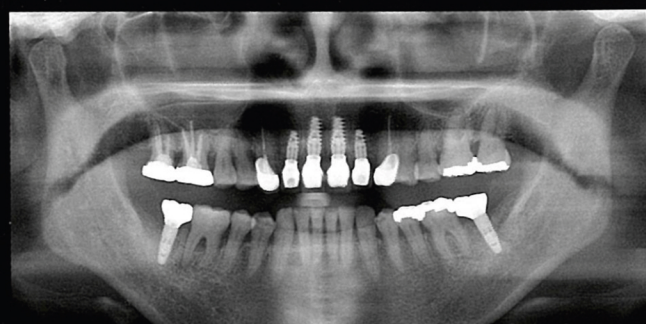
同パノラマX線写真。埋入されたインプラントの位置や深さの正確性が見てとれる。これはガイドドサージェリーなしでは達成できない。
